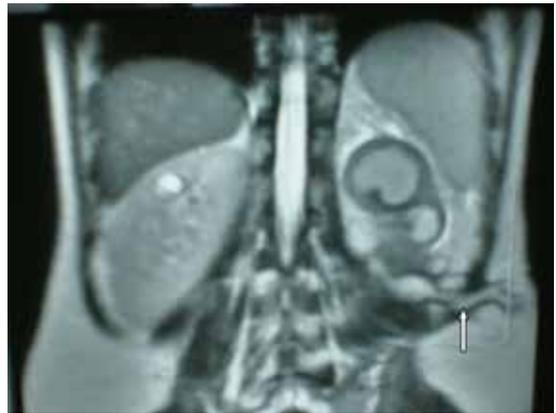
RM que muestra un riñón izquierdo atrófico, con dos imágenes sugerentes de absceso de 4 y 2 cm respectivamente, el mayor de éstos unido a trayecto fistuloso (flecha).
